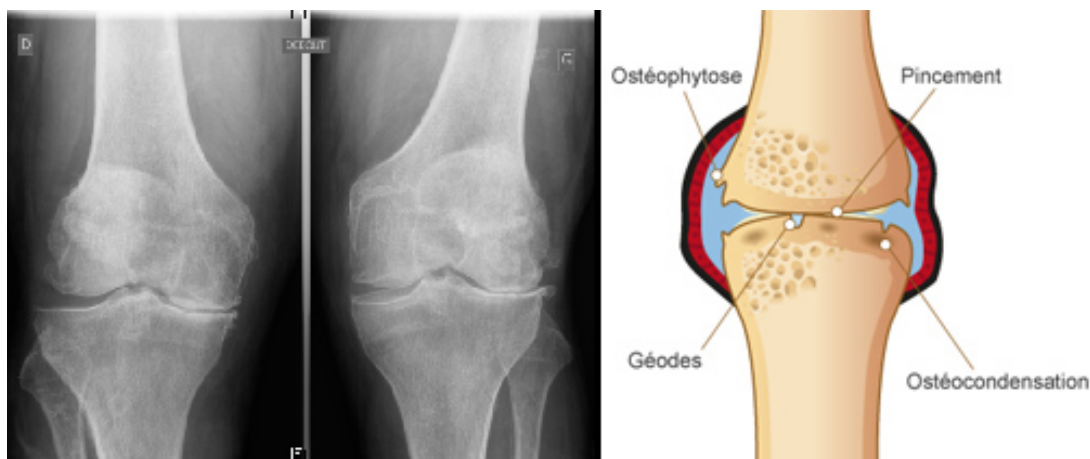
Exemple de radiographie montrant des signes de lésions (16)
